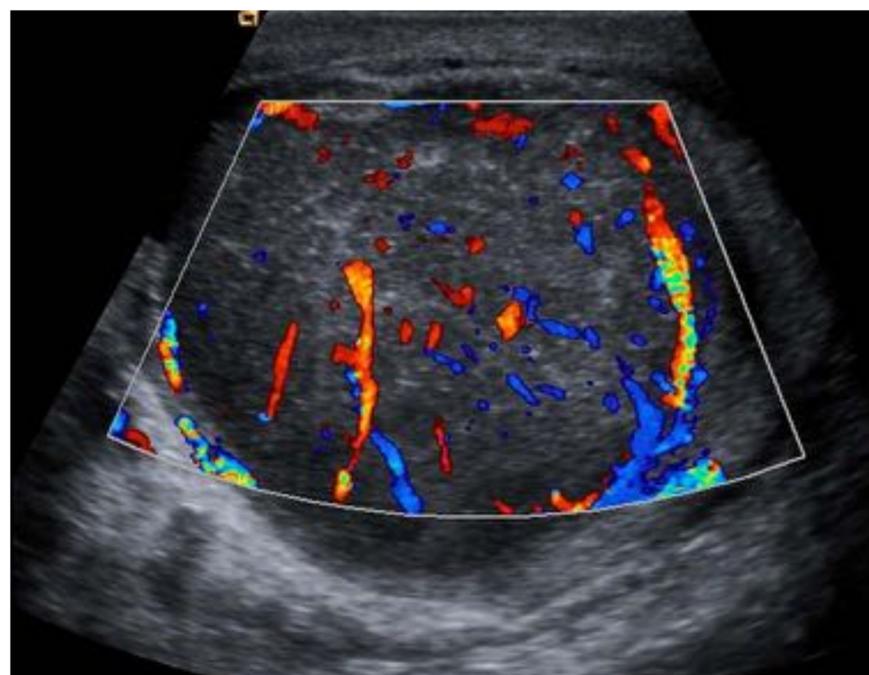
alta señal Doppler color en linfoma.
